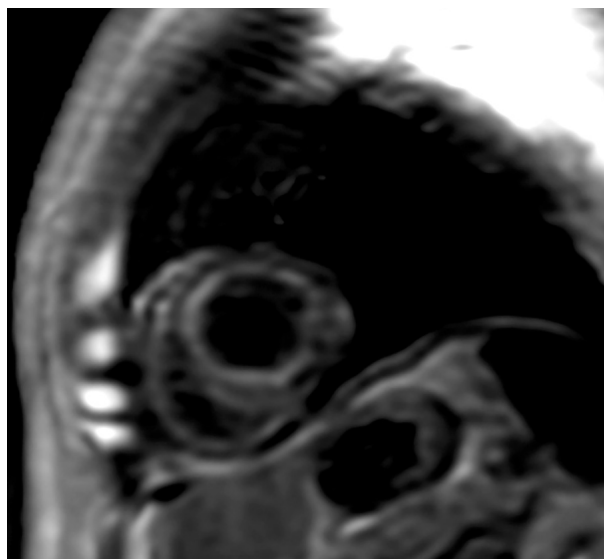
МРТ сердца, фаза отсроченного контрастирования. Диффузное субэндокардиальное гетерогенное усиление сигнала
